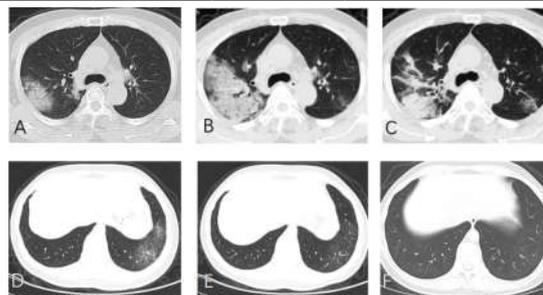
危重型 (A、B、C) 及普通型 (D、E、F) 患者胸部 CT 影像学变化
